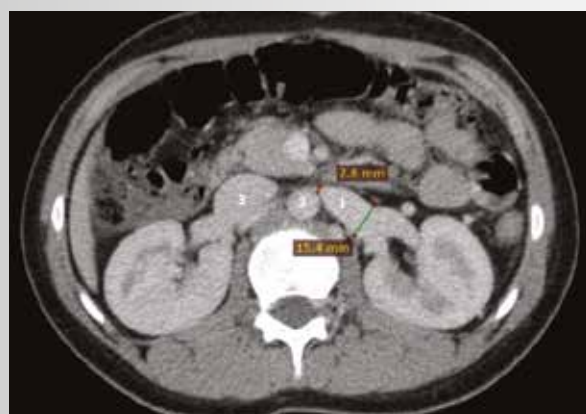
МСКТ-ангиограмма больного с внепеченочной портальной гипертензией и кольцевидной левой почечной веной (ЛПВ): 1 – антеаортальная ветвь кольцевидной ЛПВ; 2 – ретроаортальная ветвь ЛПВ; 3 – нижняя полая вена, 4 – абдоминальная аорта
